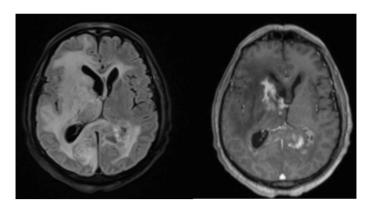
МРТ головного мозга с внутривенным контрастированием от 22.11.2023. Заключение: Картина мультифокального поражения срединных отделов головного мозга, характерного для энцефалита, осложнённого участками кровоизлияния, с признаками абсцедирования; отек головного мозга; латеральная дислокация влево; признаки верхнего тенкториального вклинения; острый пансинусит
